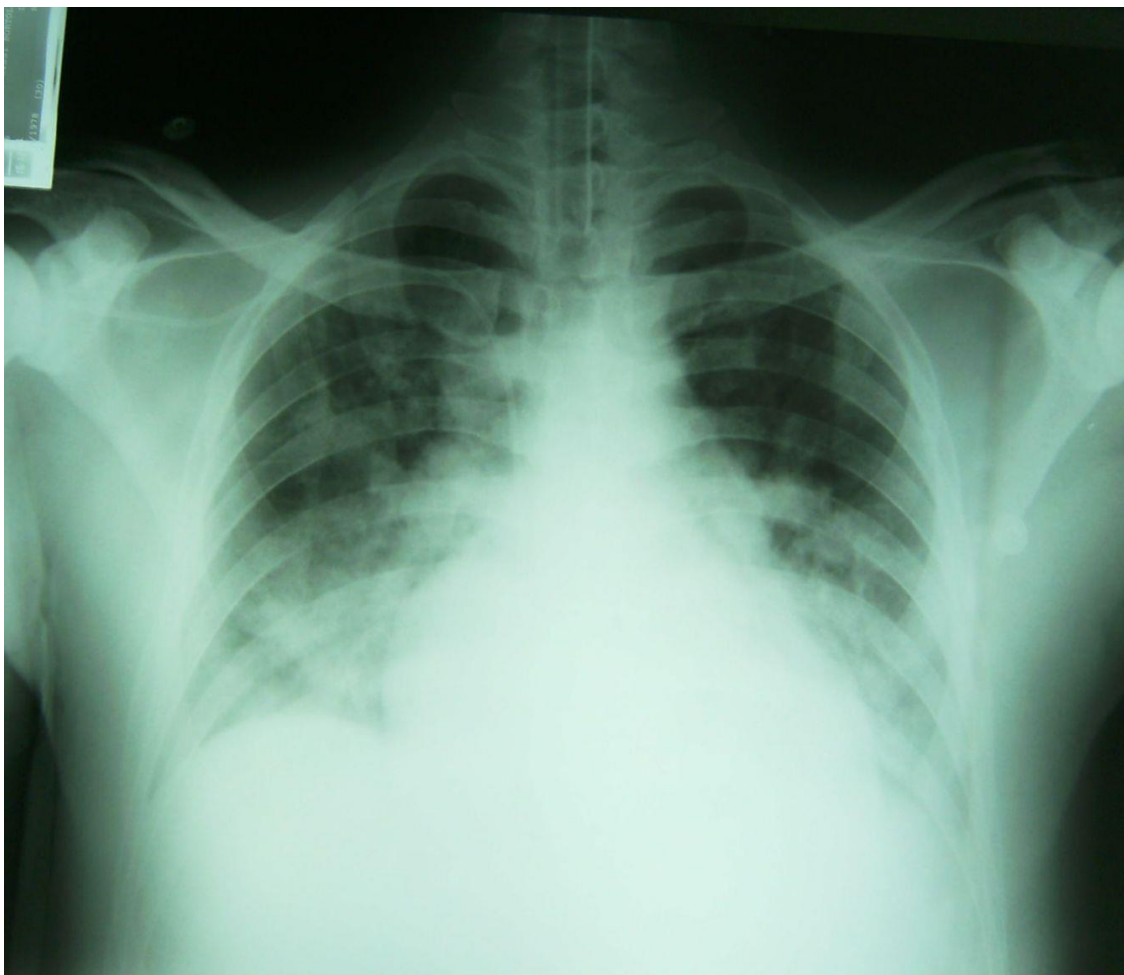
Radiografia de tórax realizada em incidência antero-posterior em 14 de setembro de 2008. Aumento importante do infiltrado pulmonar, predominantemente alveolar, poupando ápices pulmonares. Pequeno derrame pleural bilateral em bases
